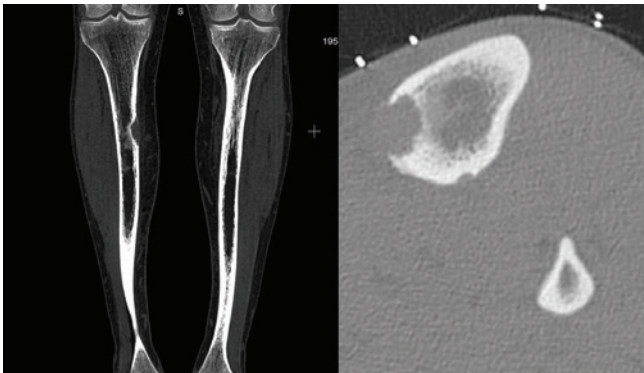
Компьютерная томография большеберцовых костей пациента М. до операции
